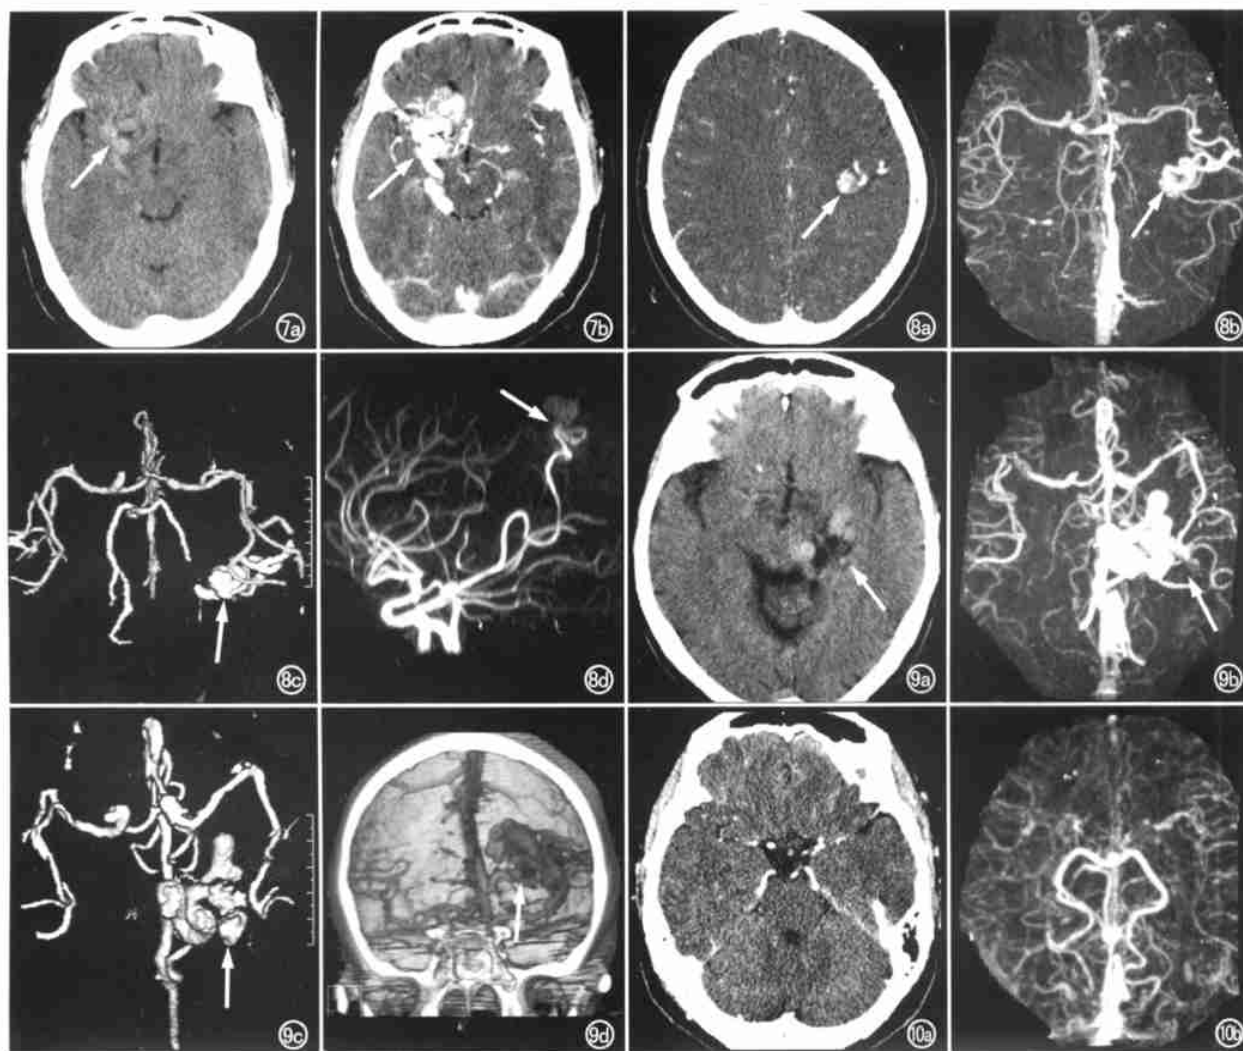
颞叶动静脉畸形(箭)。a) 横断面 CT 非增强像; b) 横断面 CT 增强像。图 8 顶叶动静脉畸形(箭)。a) 横断面 CT 增强像; b) MSCTA 的 MIP 显示; c) MSCTA 的 SSD 显示; d) MRA 显示。图 9 颞叶动静脉畸形(箭)。a) 横断面 CT 非增强像; b) MSCTA 的 MIP 显示; c) MSCTA 的 SSD 显示; d) MSCTA 的 VR 显示。图 10 烟雾病。a) 横断面 CT 增强像; b) MSCTA 的 MIP 显示。
